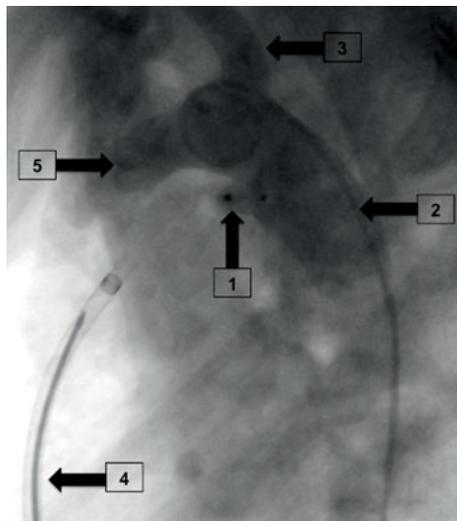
Angiografische Darstellung eines interventionell mittels speziellem Occluder verschlossenem PDA im seitlichen Strahlengang. (1) Occluder im PDA (die beiden Enden des Device sind röntgenologisch als schwarze Punkte sichtbar); (2) Aorta descendens mit liegendem Pigtail-Katheter; (3) Linke Arteria subclavia; (4) In der Pulmonalarterie liegende Führungsschleuse; (5) Transverser Aortenbogen.
